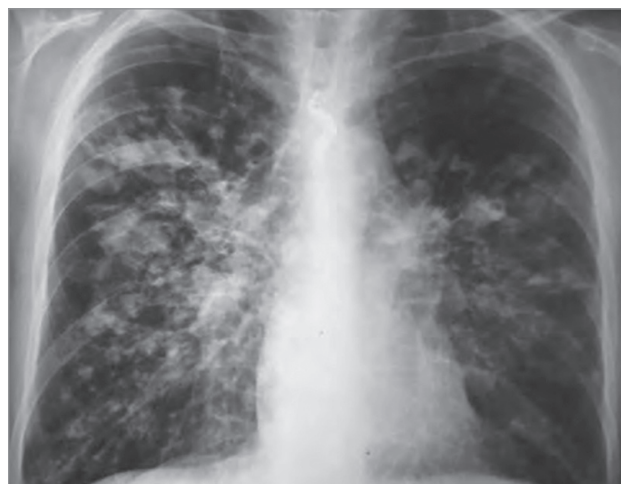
Рентгенограмма больного 30 лет во время обострения хронической респираторной инфекции: легочный рисунок избыточен, деформирован по тяжисто-ячеистому типу, множественные очагоподобные и сливные инфильтративные тени преимущественно в средних отделах легких, корни расширены
